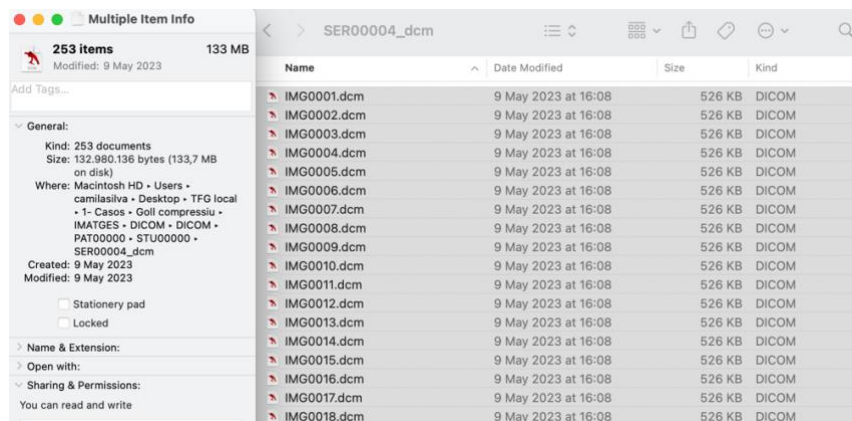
Carpeta amb el TAC
